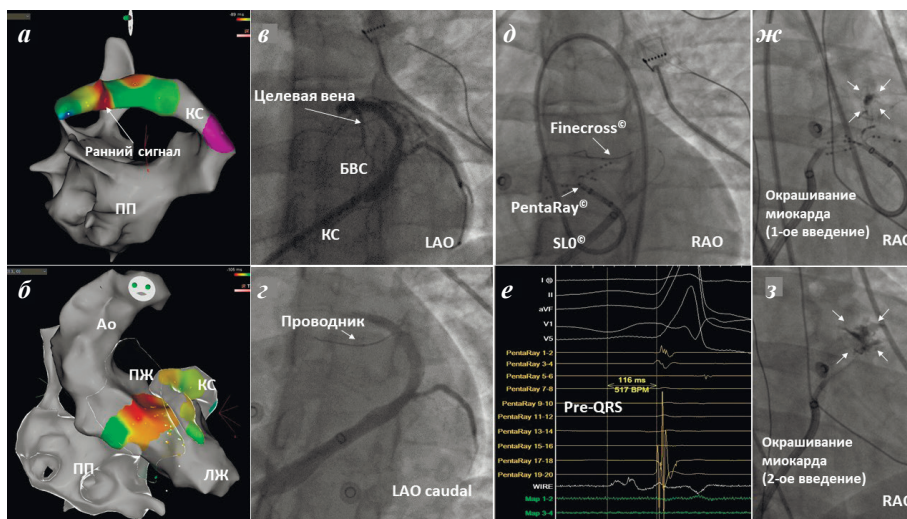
Ретроградная трансвенозная абляция этанолом эктопии ЖЭС, локализованной в области антеробазальной части ЛЖ (саммит): а) 3D-картирование, показывающее наиболее раннее время активации в передней нисходящей вене; б) 3D-картирование полостей сердца, показывающее область ранней активации со стороны эндокарда; в) венография коронарного синуса, выполняемая для выявления потенциальных целевых венул, которые могут обеспечить доступ к субстрату ЖЭС в области саммита ЛЖ; г) определяется потенциальная целевая диагональная венула, для получения монополярного сигнала в нее проведен проводник; д) рентгеноскопические проекции, показывающие положение многополюсного электрофизиологического катетера (PentaRay) и катетера для ангиопластики внутри венулы (Finecross), а так же (е) соотношение полученных с них электрофизиологических потенциалов (при этом регистрируется самый ранний сигнал, предшествующий комплексу QRS на 116 мс, полученный с проводника (WIRE), который расположен на 3 мм дистальнее кончика катетера Finecross); ж) селективное контрастирование венулы через катетер Finecross после первой инъекции этанола, окрашивание миокарда указывает на достижение целевого участка миокарда; з) селективное контрастирование венулы после второй инъекции этанола, определяется более широкая зона окрашивания миокарда. Где БВС - большая вена сердца, КС - коронарный синус, Ао - аорта, ПЖ - правый желудочек, ЛЖ - левый желудочек, ПП - правое предсердие, ЖЭС - желудочковая экстрасистолия; LAD - левая передняя нисходящая коронарная артерия; LAO - левая передняя косая проекция, RAO - правая передняя косая проекция.
